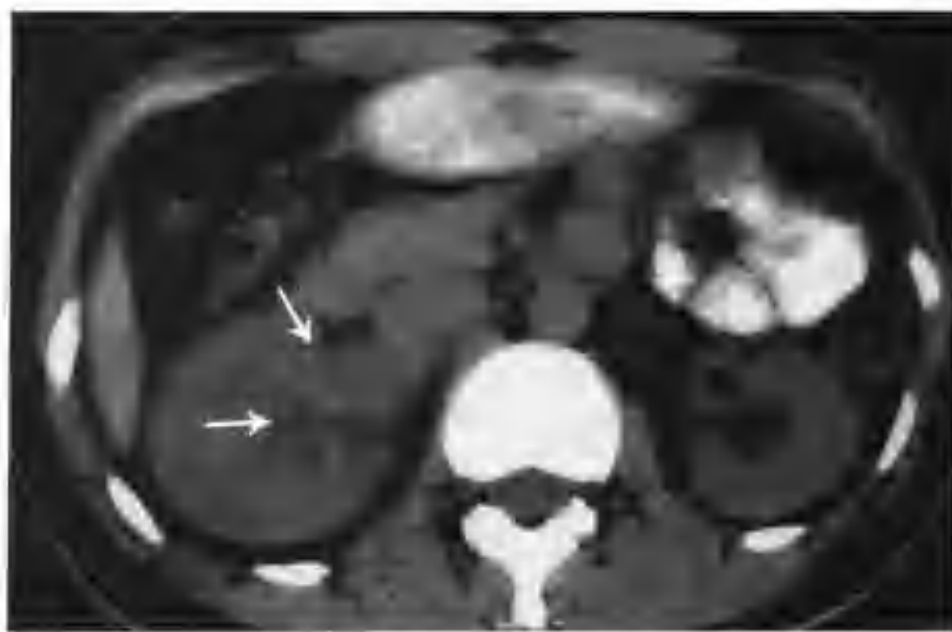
右肾动静脉畸形（CT平扫示右肾窦不规则形等密度影，肾窦脂肪间隙模糊（箭头））
